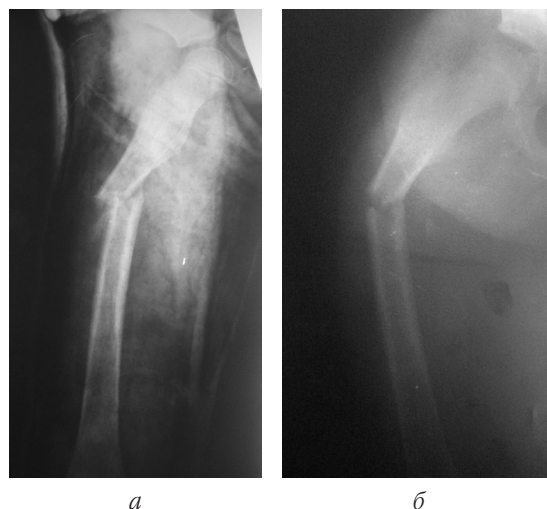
Рентгенограми хв-го К-к М. Б., 10 років. Діагноз: ПЛК, III тип, *пізня форма*, патологічний перелом правого стегна у верхній третині: передня (*а*) та бокова (*б*) проекції
